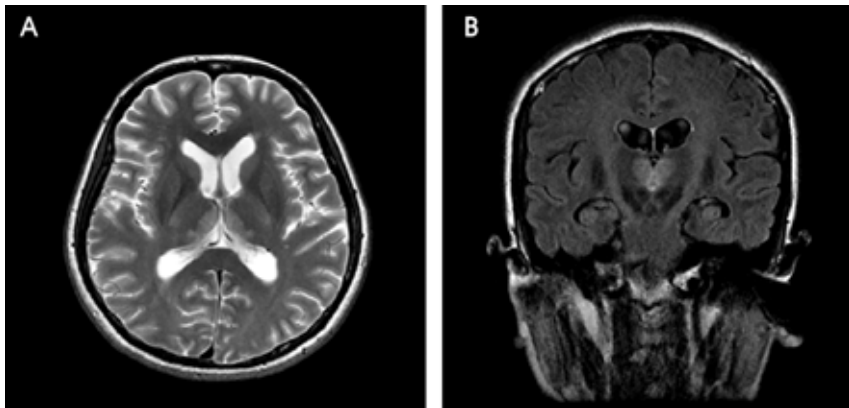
Brain MRI of the patient. Axial T2-weighted image (A) and coronal FLAIR image (B) demonstrate symmetric high signal intensity in bilateral medial thalamus and pulvinar.
